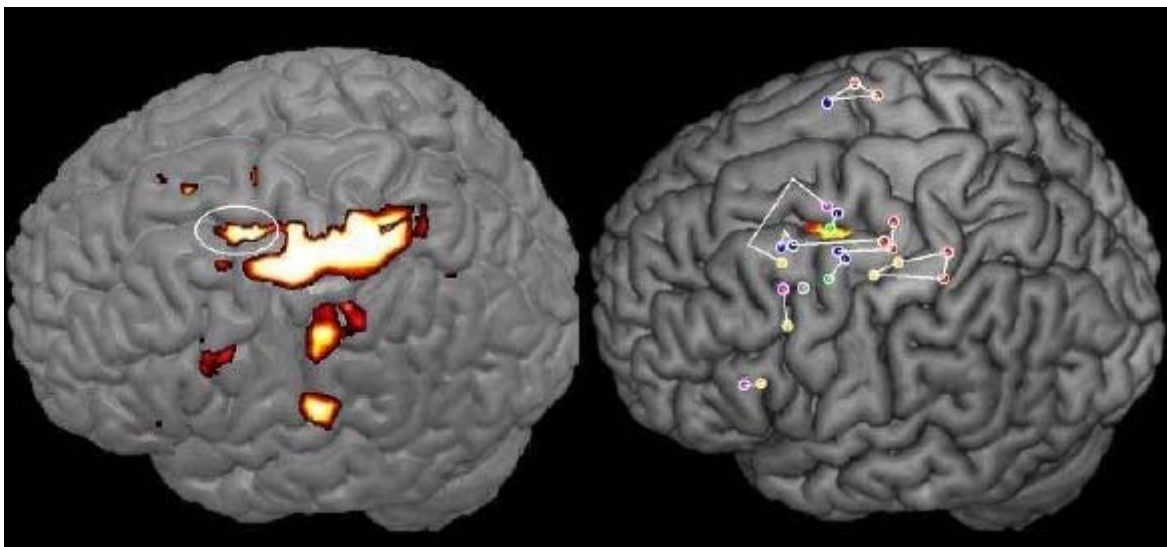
A gauche : zones activées en IRM lors d'un exercice de dictée, cerclées en blanc la zone spécifique de la transformation du code orthographique en représentation motrice des lettres. A droite : l'exercice éveillé, les points bleus correspondent aux zones bloquant cette transcription. La position moyenne de ces points correspond à la zone révélée en IRM. © Inserm, JF Demonet.
